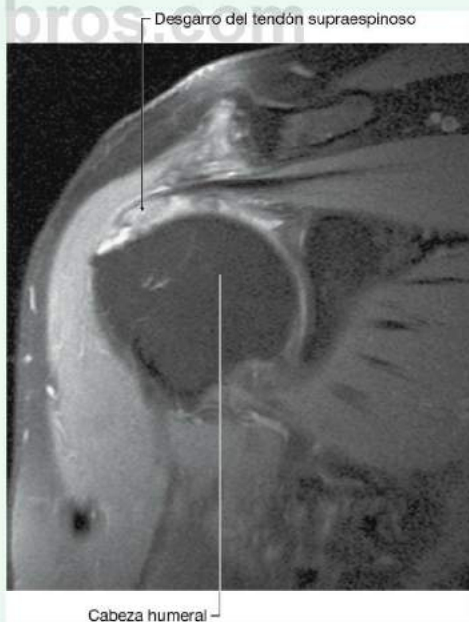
Imagen por resonancia magnética de un desgarrado de grosor completo del tendón del supraespinoso en su inserción en el tubérculo mayor del húmero.
